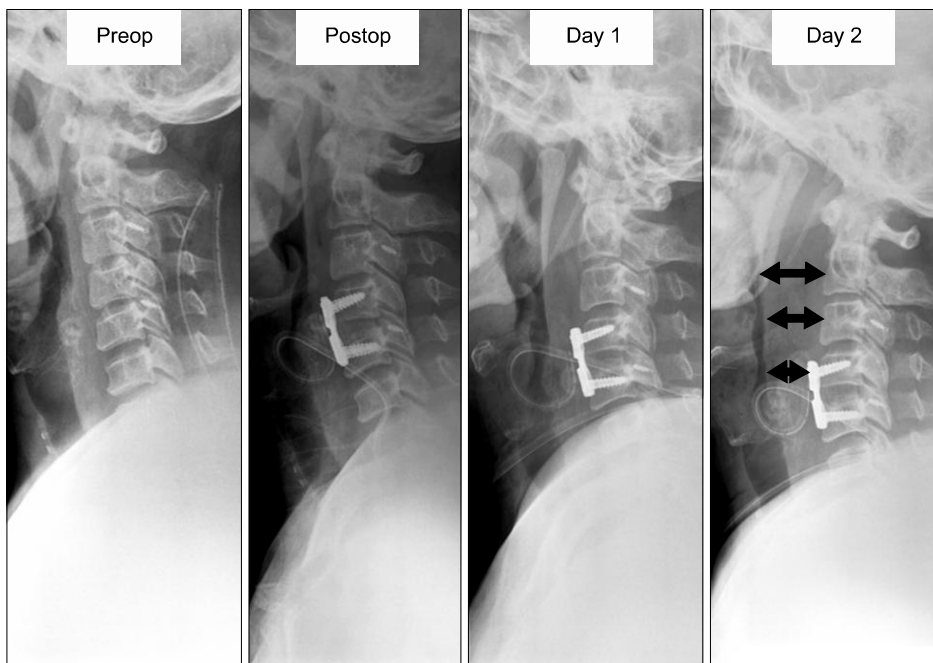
ACDF C4-5 was performed due to disc herniation at C4-5 in a 42-year-old male patient who had performed open-door laminoplasty 2 weeks ago. The 2nd day after the surgery, he complained severe dyspnea. Cervical spine lateral radiography showed severe prevertebral soft tissue swelling.
